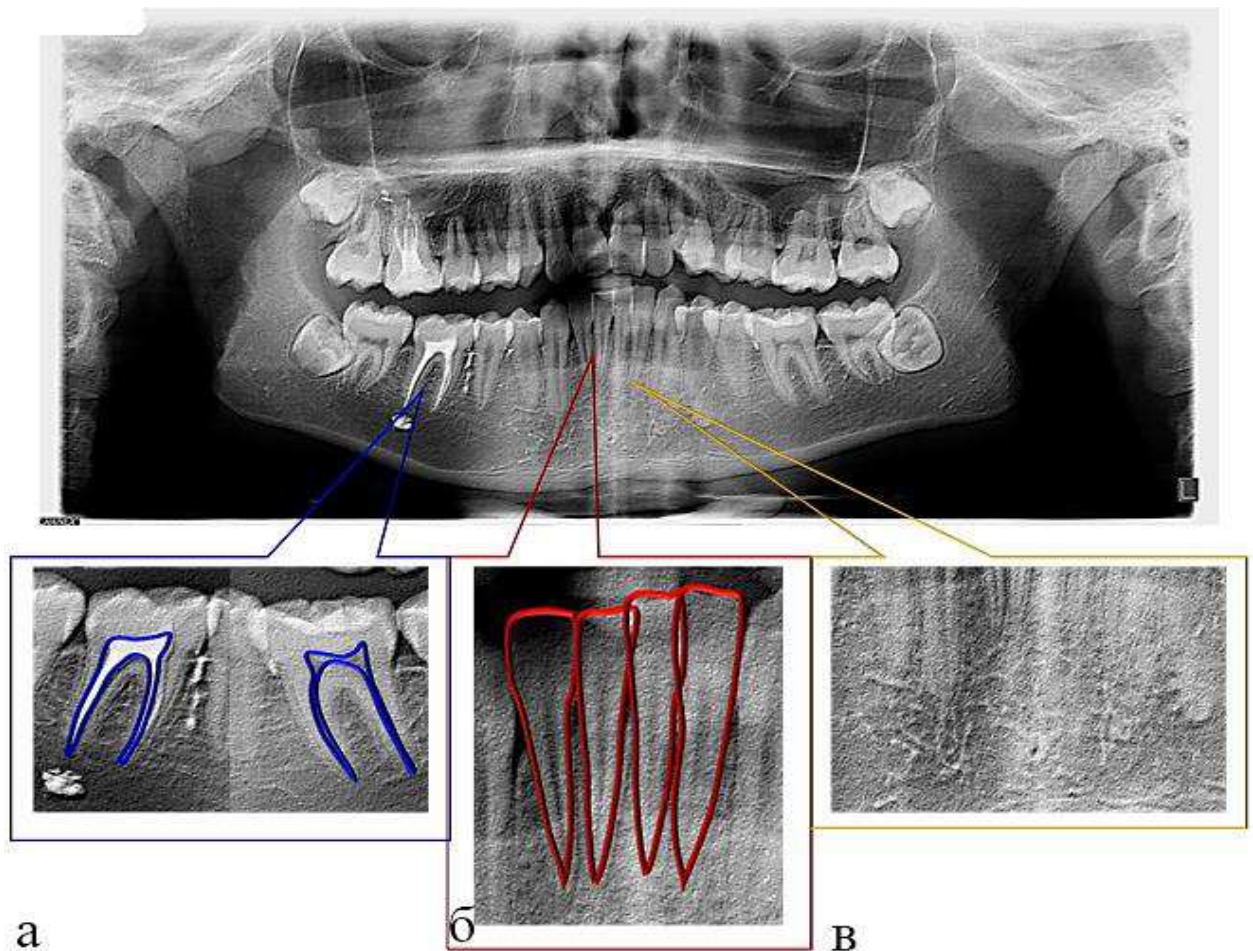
Рентген-одонтометрические показатели, исследуемые на ОПТГ пациентов 2 группы: а) прямые корни первых нижних моляров; б) узкие игольчатые корни нижних резцов; в) крупнопетлистый рисунок губчатой костной ткани ширины корня (рис. 1, 2).
